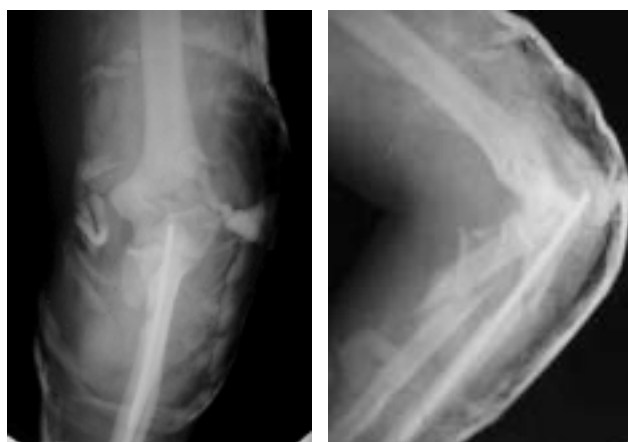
Фото рентгенограм ліктьового суглоба після інтрамедулярного остеосинтезу та гіпсової іммобілізації
